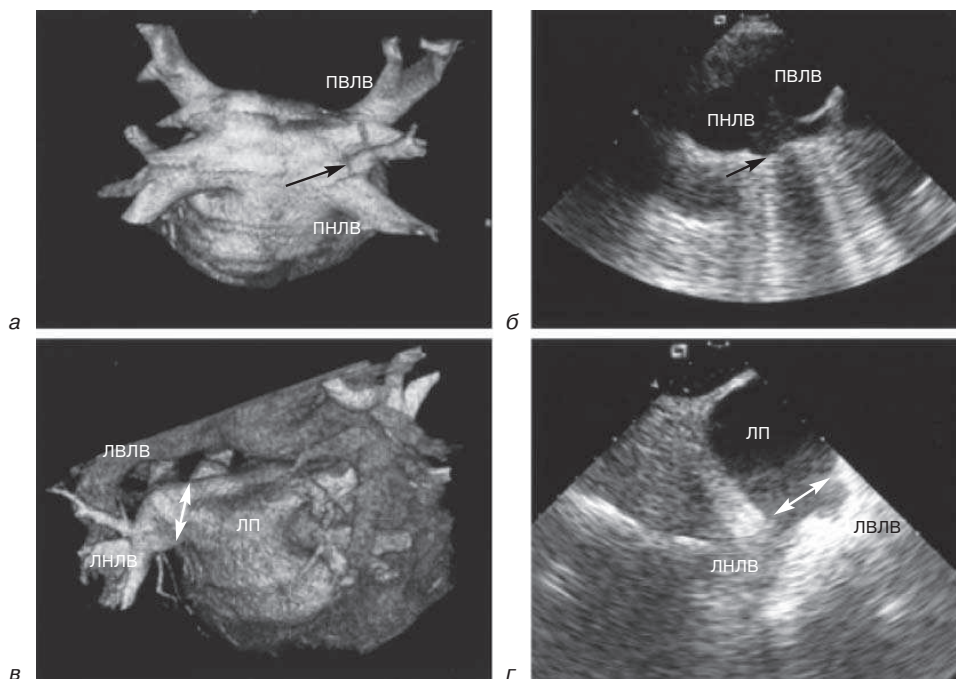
Изменения легочных вен и анатомии сердца: добавочная правая легочная вена (стрелка), выявленная при МСКТ (*а*) и трансторакальной ЭхоКГ (*б*); общее устье (двойная стрелка) левой легочной вены, выявленное при МСКТ (*в*) и трансторакальной ЭхоКГ (*г*).
